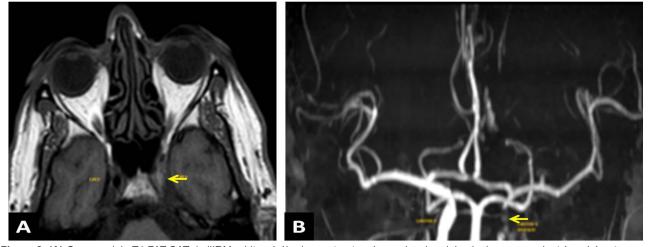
(A) Coupe axiale T1 FAT SAT de l'IRM orbito-cérébrale montrant un hypersignal endoluminal correspondant à un hématome occlusif de l'artère carotide interne gauche (flèche jaune). (B) ARM 3D TOF montrant une occlusion de l'artère carotide interne gauche (flèche jaune).
